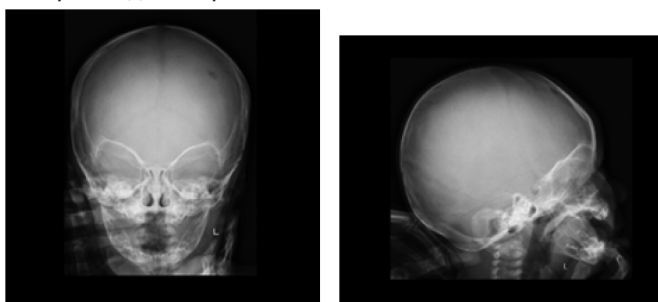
Рентгенография черепа в 2-х проекциях
